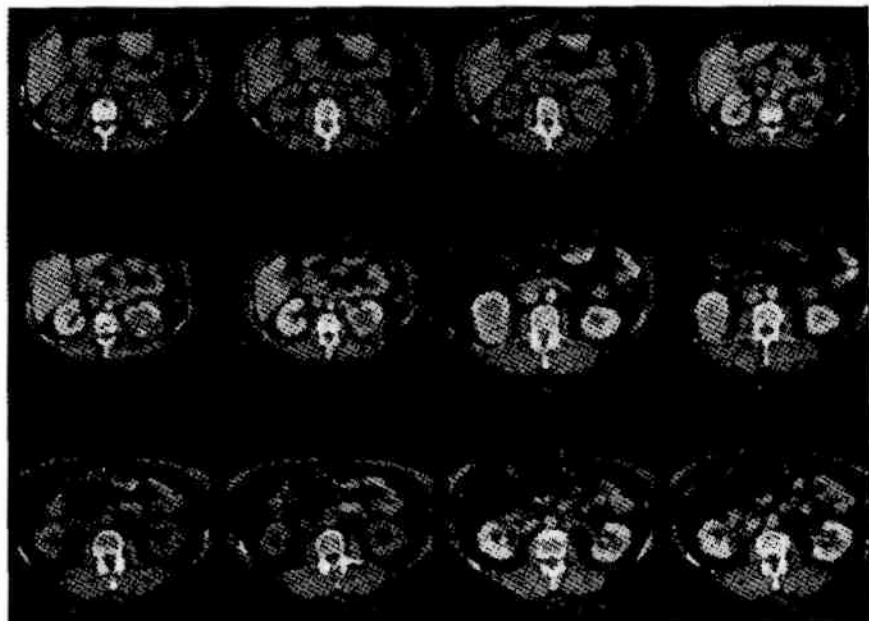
Компьютерная томография. Опухоль и кисты почек
